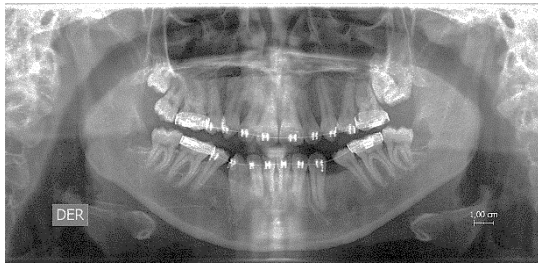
Radiografías panorámicas de los controles postoperatorios (15, 30 y 90 días). Donde se aprecia la evolución de ambos alvéolos (PRP+HA y FRP+HA)
